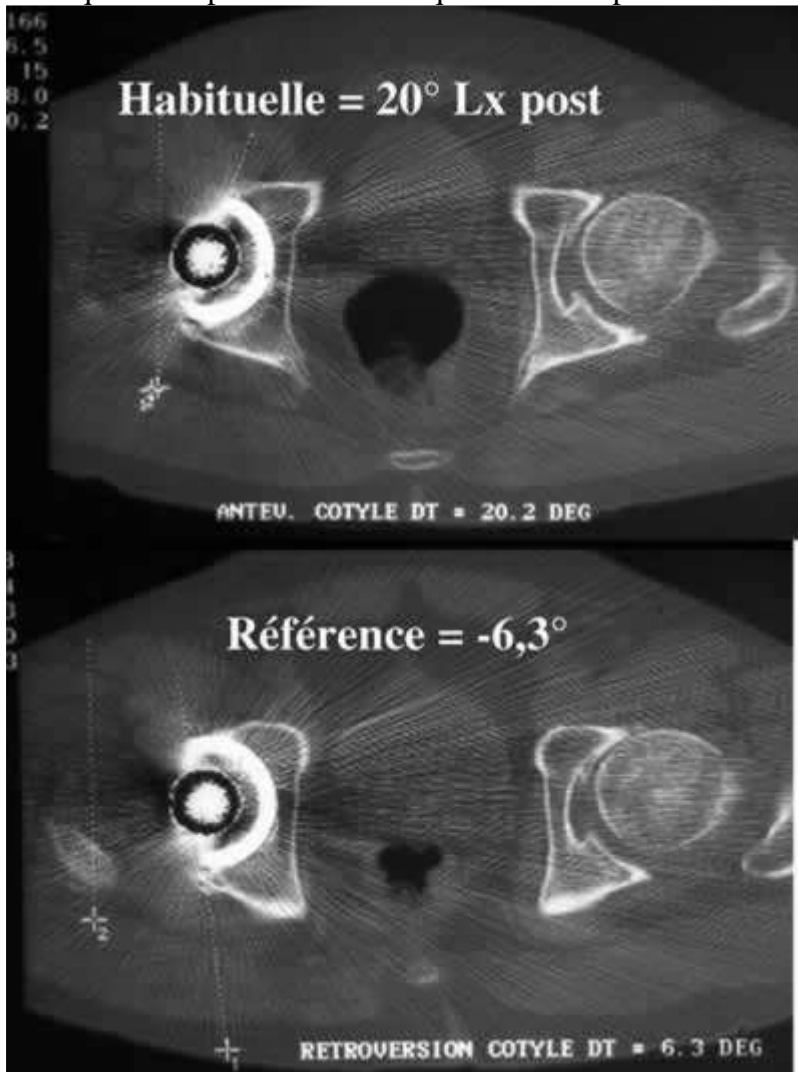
TDM d'une PTH ayant des épisodes de luxation postérieure. La mesure « habituelle » de l'antéversion est rassurante, montrant 20° d'antéversion. En fait la cupule est rétroversée de 6,3° si l'on considère l'antéversion de « référence ». Ce patient rétroversait son bassin en décubitus, ce qui donnait en TDM « habituelle » une fausse antéversion.
